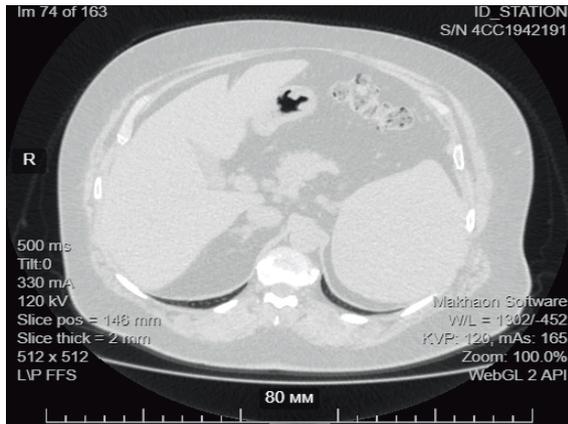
Рентгеновская компьютерная томография брюшной полости. Киста селезенки.
